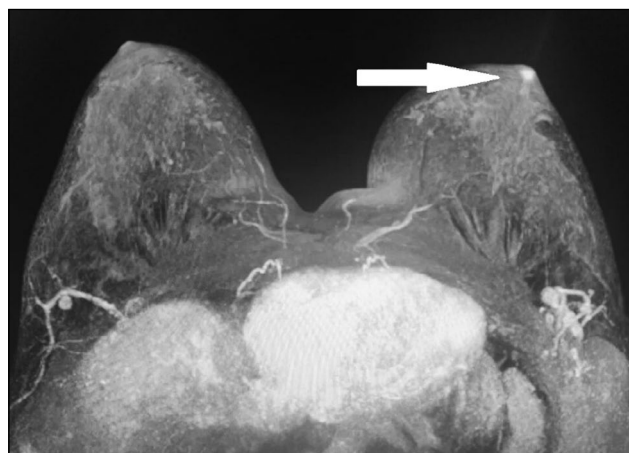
Магнитно-резонансная томография (MIP): асимметрия накопления контрастного препарата левого соска, норма (стрелка).
